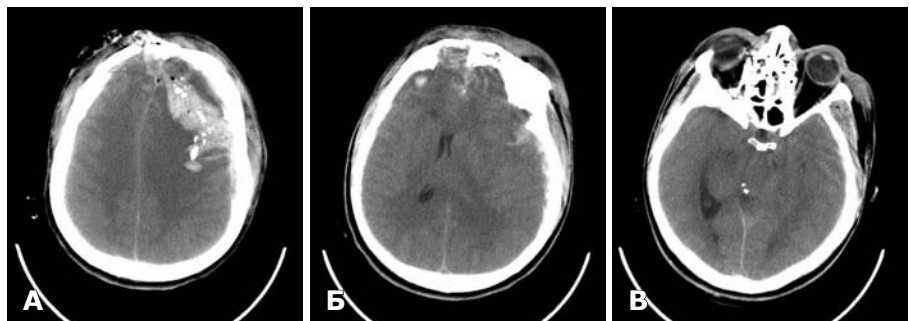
СКТ до операції. Мозковий режим. А — по ходу ранового каналу внутрішньомозкова гематома, фрагменти кісток, пухирці повітря; Б — субдуральна гематома зліва. Вогнищеві забої правої та лівої лобових часток. Зміщення прозорої перетинки праворуч на 5 мм; В — набряк мозку. Стиснення мезенцефальної цистерни зліва. Контралатеральне розширення бічного шлуночка.
